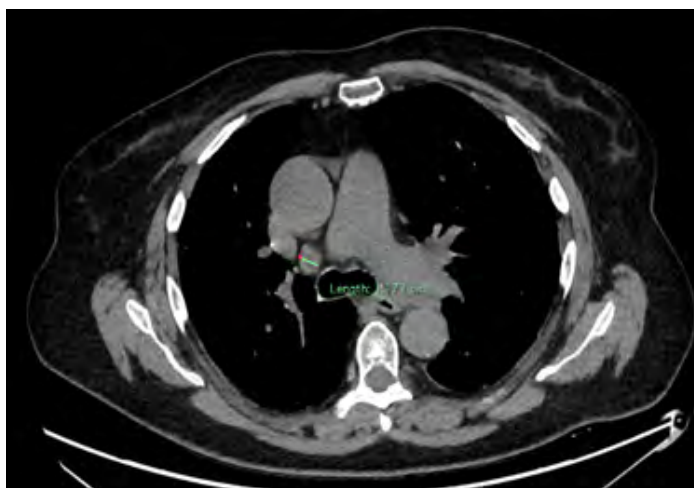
МСКТ ОГП, аксиальный срез, признаки гиперплазии
